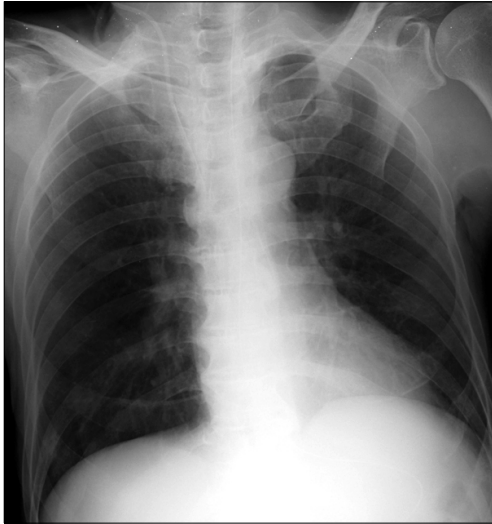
Chest X-ray showed marked improved pulmonary edema and pleural effusion at the 21st hospital day.
